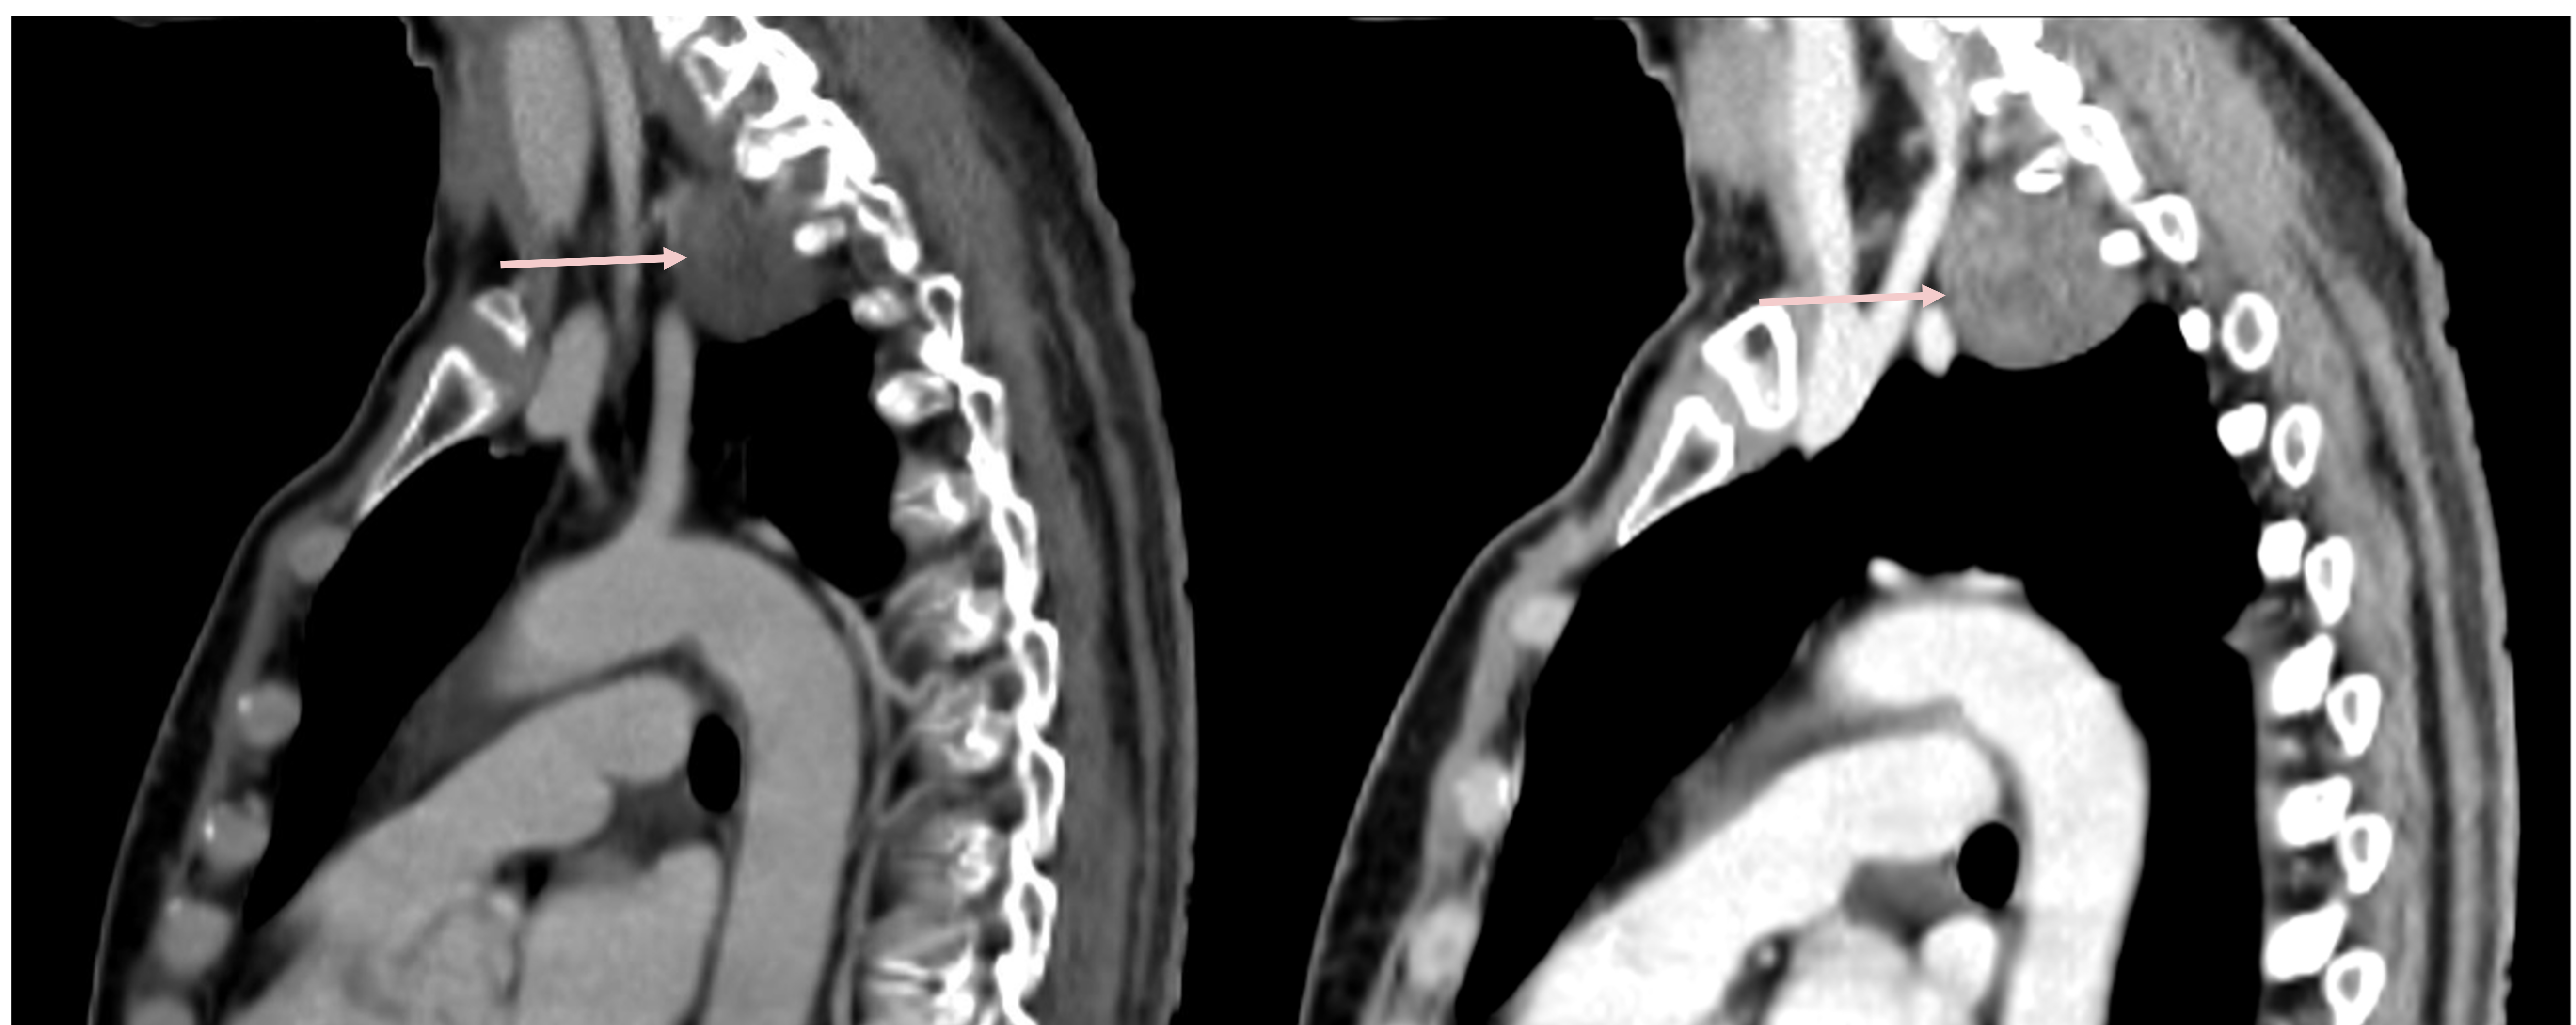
TC torácico. Ventana de partes blandas. (A) Adquisición axial (B) Adquisición axial de FDG PET/CT. Masa ovalada y bien delimitada en mediastino posterior con un componente intraespinal y extraespinal hipodensa sin actividad en el PET/TC. Neurofibroma.
